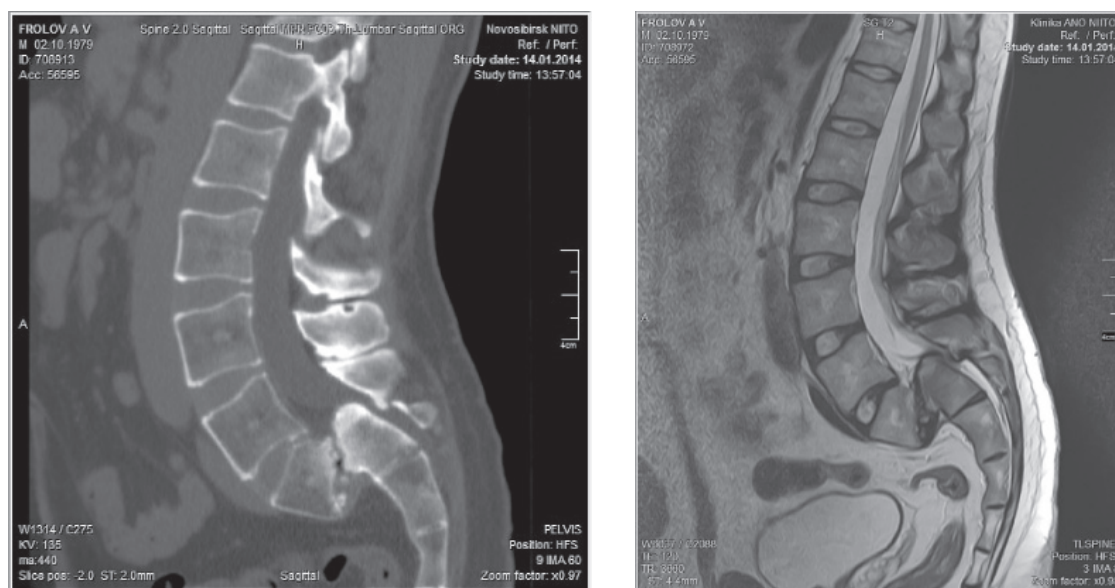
МСКТ и МРТ пациента Ф. 34 лет с диспластическим спондилолистезом L5 позвонка V степени до операции
